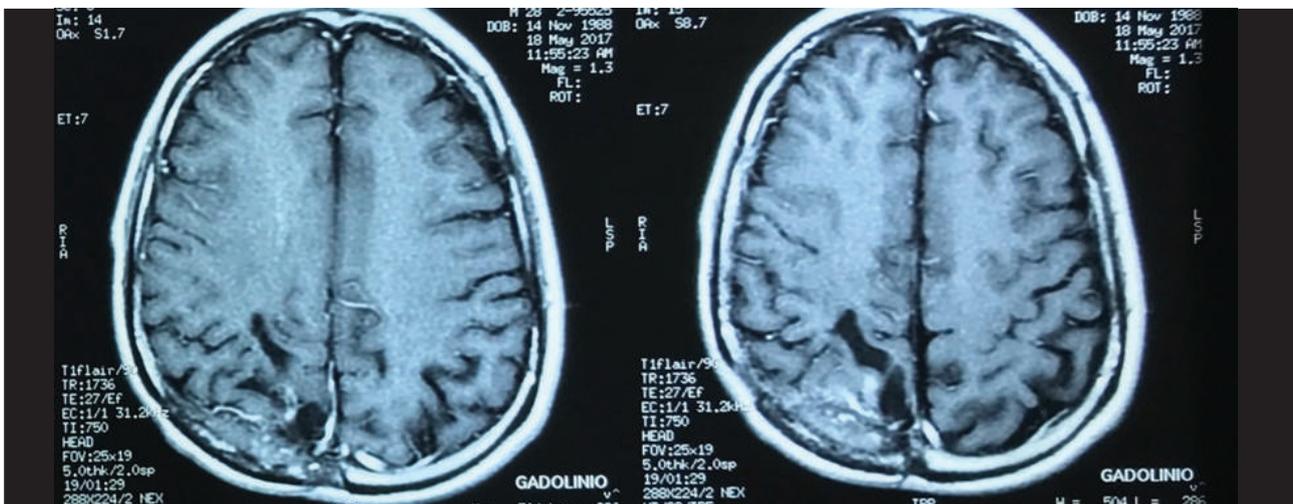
Último control por resonancia magnética cerebral con contraste a los 2 años y 9 meses post cirugía donde no se evidencia recurrencia tumoral.
